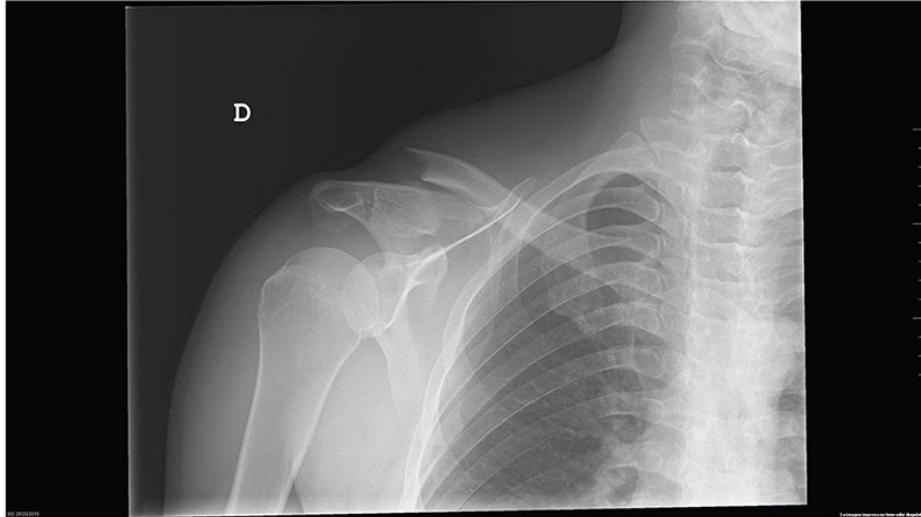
Radiografía AP de hombro: fractura de tercio distal de la clavícula.
